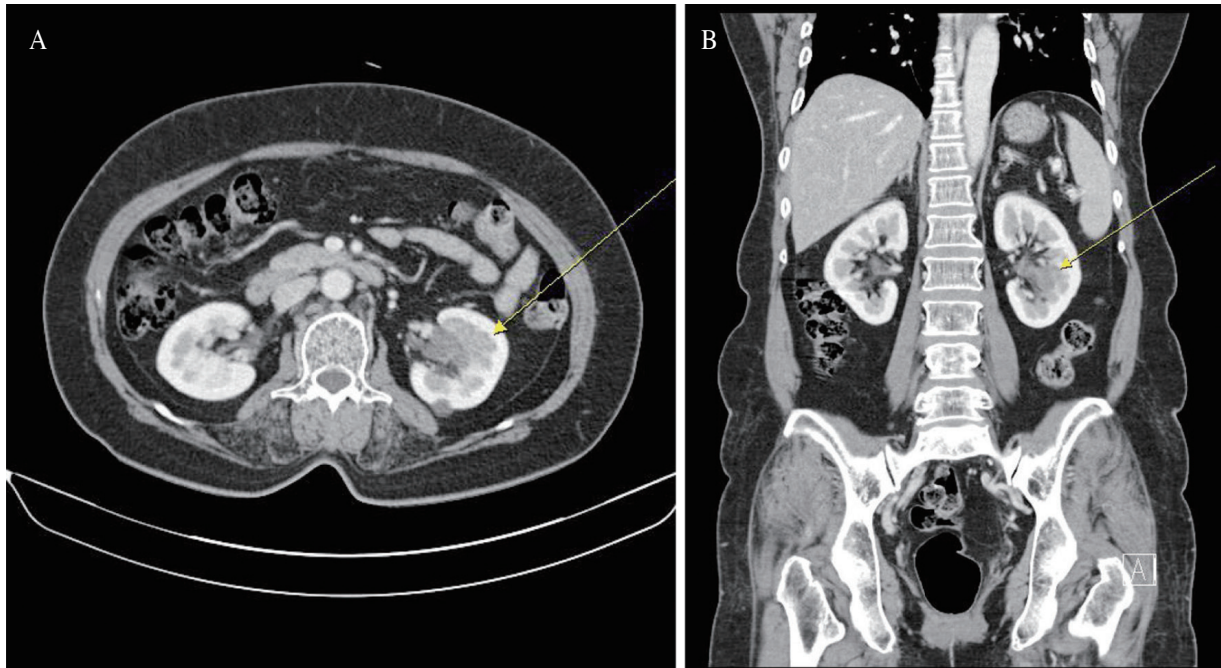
(A) An axial kidney dynamic computed tomography (CT) image shows a poorly enhanced mass-like lesion in the upper calyx of the left kidney(arrow). (B) A coronal kidney dynamic CT image shows a poorly enhanced mass-like lesion in the upper calyx of the left kidney (arrow).
